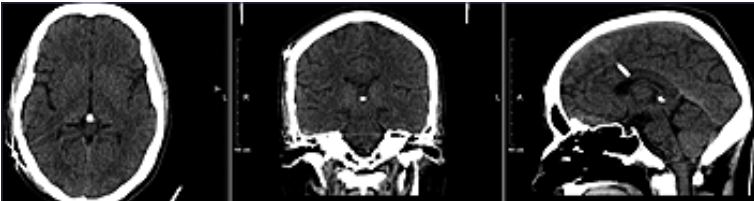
TAC de cráneo del 15.05.2024 gemelo n° 2, corte axial, coronal y sagital evidencia imagen en la región pineal de comportamiento heterogéneo de 1x1x1 cm con calcificación, homogénea.
